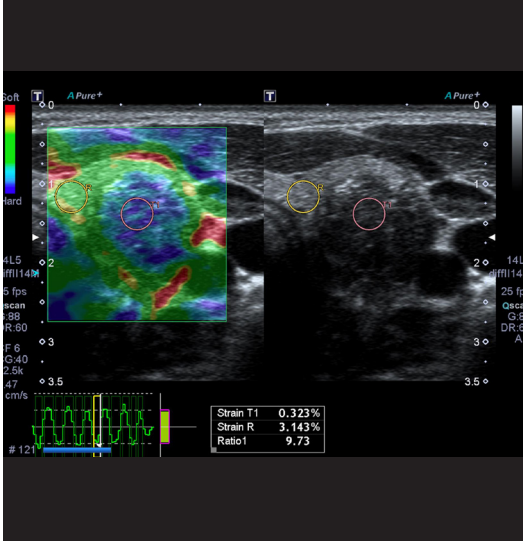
BGR (Blue-Green-Red) artefaktı. Kistik nodüllerde strain elastografisi esnasında 3 ayrı rengin tabakalar halinde nodülün içerisinde vizüalize edilmesi sebebiyle bu ismi almıştır.
